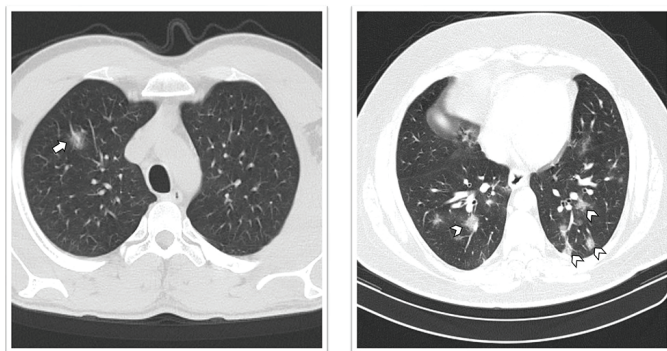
The CT findings of two different patients with COVID-19 positive in terms of the number of lesions are exhibited. On the left, interpretation of CT examination was reported as "Indetermined type" as stated in the consensus, a solitary ground-glass opacity (arrow) with vascular enlargement located in peribronchovascular is shown. Peripheral and peribronchovascular located, multifocal, round, ground-glass opacities (arrowheads) involving the bilateral lower lobes are shown on the right. CT interpretation of this patient was reported as "typical type" as stated in the consensus
